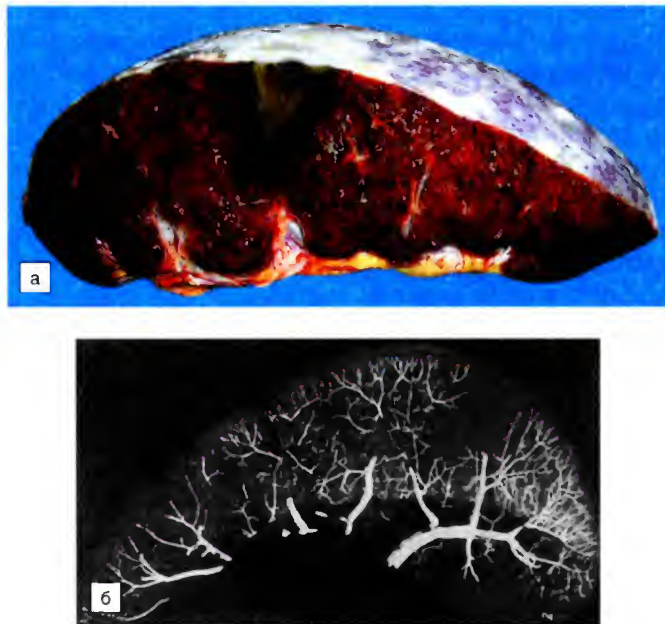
Инфаркт селезенки: а — ишемический инфаркт селезенки в виде светлого треугольного участка, обращенного основанием к капсуле; б — ангиорентгенограмма той же селезенки. Отсутствие сосудов в области инфаркта
